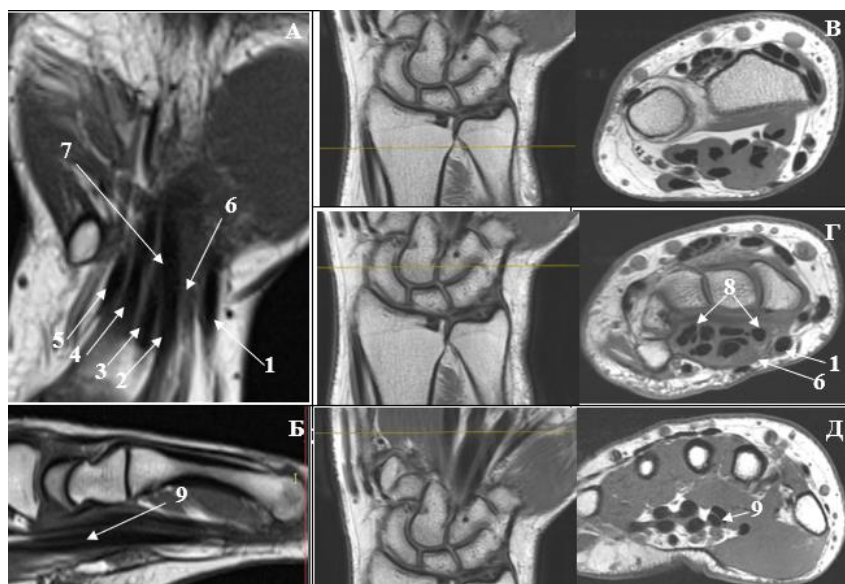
МРТ сухожилий сгибателей, 5–3-я зоны. Режим T1-ВИ. Пояснения в тексте
